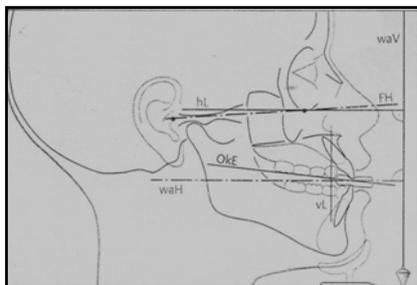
Posición normal para la toma de ortopantomografías. Tomada de Waes Hubertus, Atlas de odontología pediátrica, pag.118.
